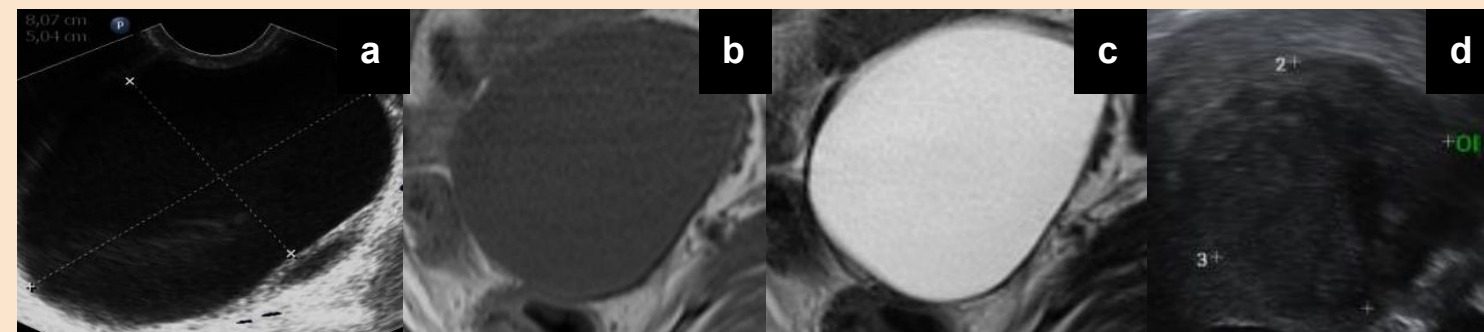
O-RADS 2. a-c) Paciente postmenopáusica: en ecografía se observa quiste simple anecogénico en el ovario izquierdo de 8 cm (a). En RM se confirma la lesión quística unilocular simple hipointensa T1 (b) e hiperintensa en T2 (c). d) Paciente premenopáusica: en ecografía se observa quiste no simple de 3 cm, con pared interna lisa, finos ecos internos y refuerzo acústico posterior (podría corresponder a un quiste hemorrágico, sin embargo no es típico).
